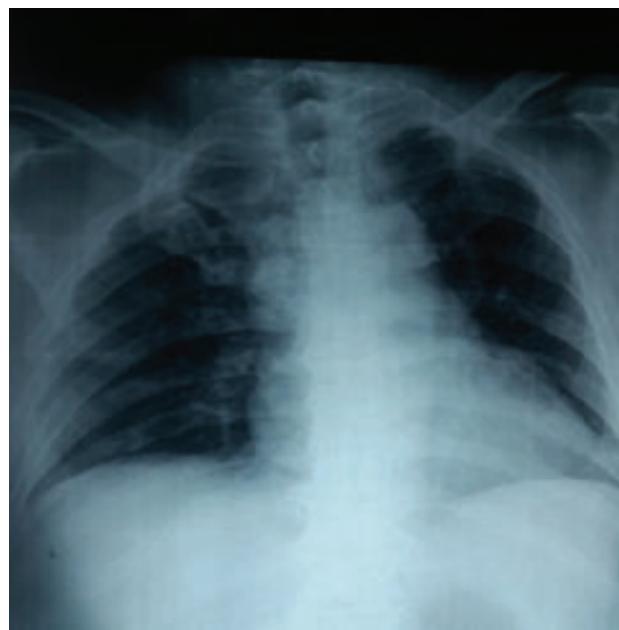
Рентгенография в прямой проекции органов грудной клетки (слева) и правой голени (справа).
